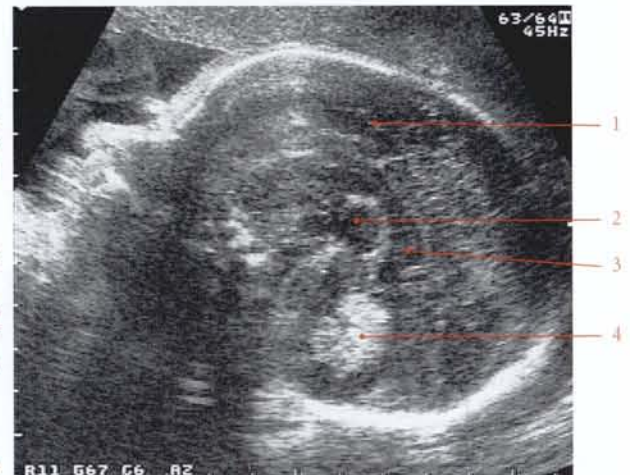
Échographie obstétricale (coupe sagittale) (fœtus de 33 semaines) (cliché Dr de Boysson)
